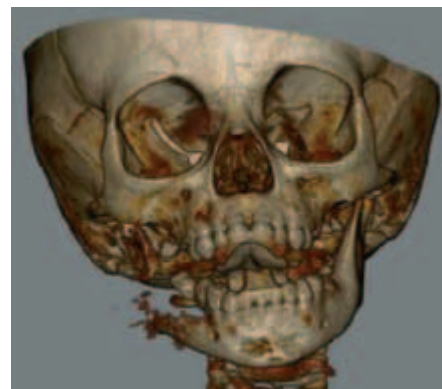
Postižení skeletu orbity (CT)
